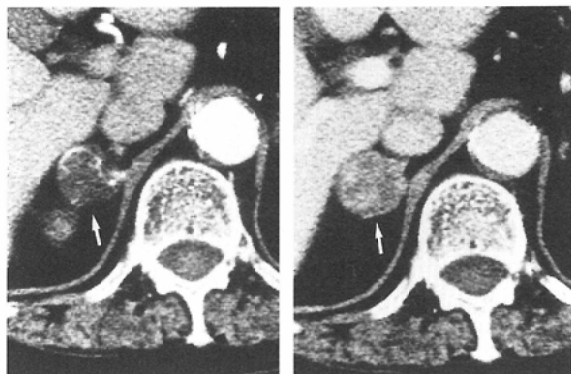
Dynamic CT study of the right Cushing's adenoma (arrow) after intravenous administration of the contrast media. (left) Contrast enhancement just in the aorta and the arteries in the adenoma at 14s. (right) Contrast material distributes in the intercellular spaces of the adenoma at 60s.
